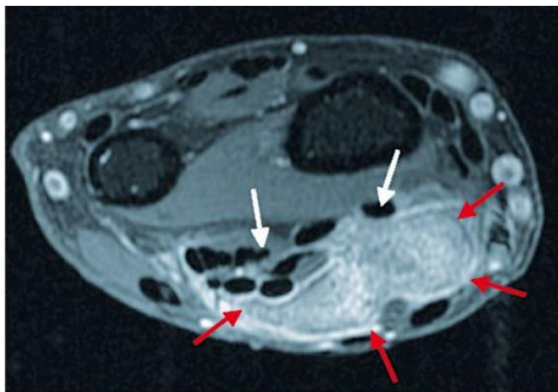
Image IRM préopératoire montrant la diffusion de la tumeur
